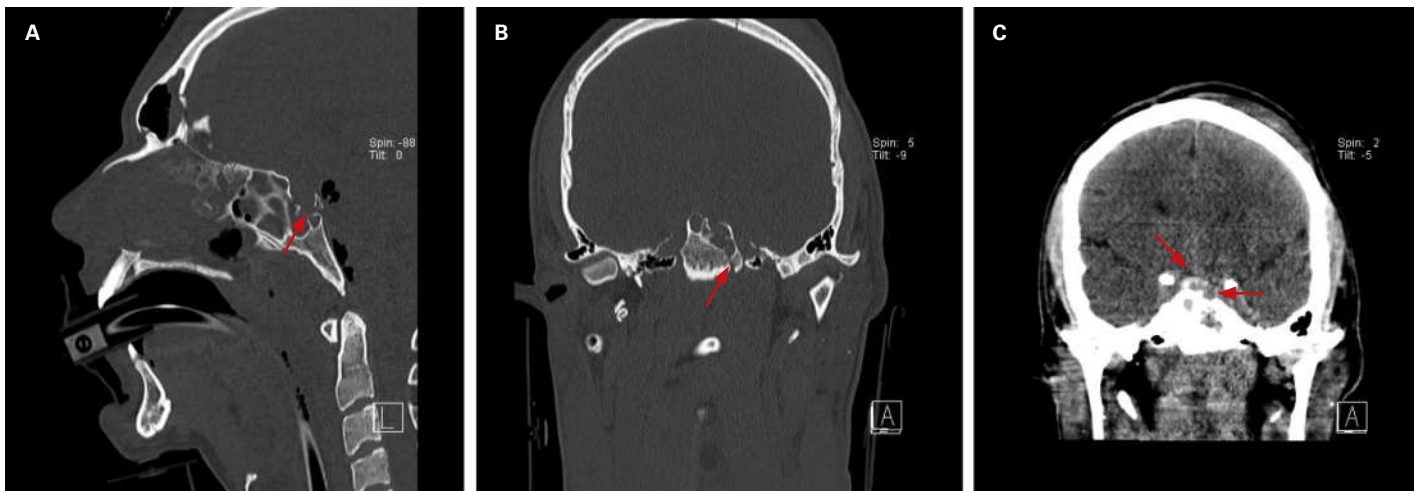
CT-Schädel unmittelbar nach dem Trauma: Defekt im Bereich des Sellabodens (A), bis in die Sella reichende Clivus-Fraktur (B) und Stufenbildung im Bereich der Sella und supraselläres Hämatom (C).
